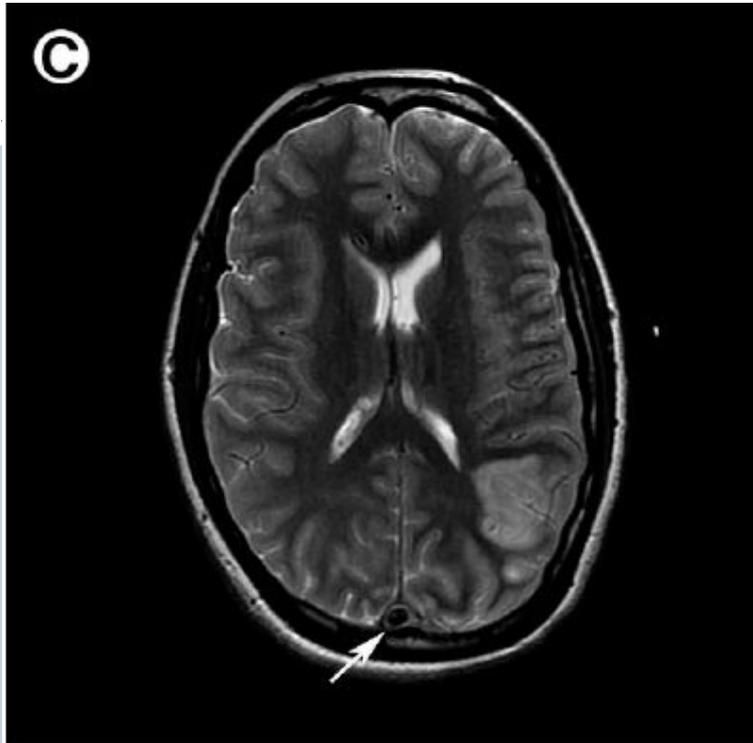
MRI of Sinus Thrombosis.
